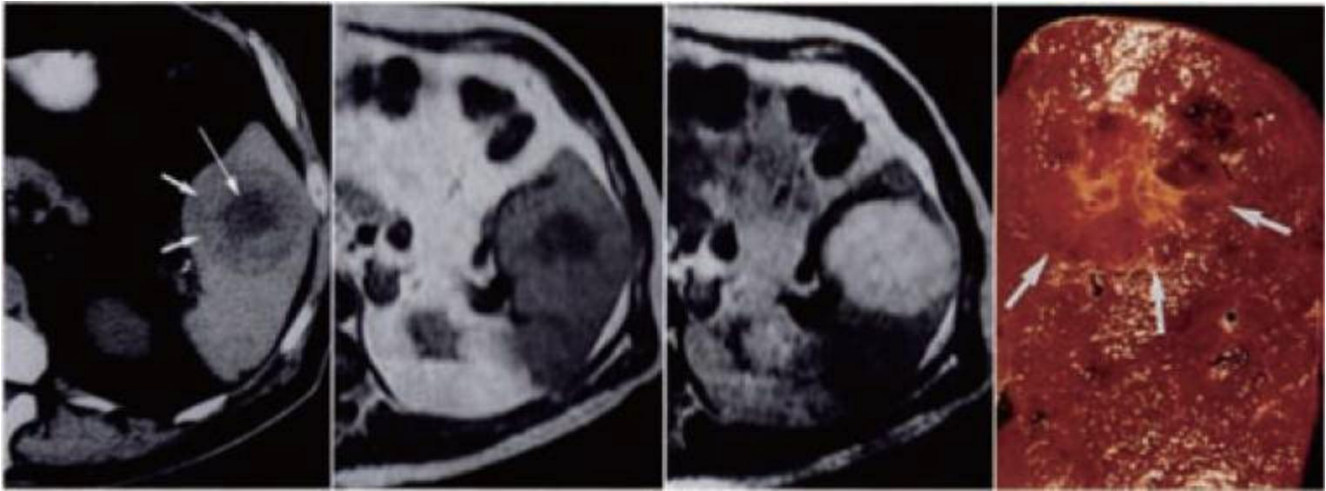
Aspect TDM et IRM (T1, T2) ; coupe macroscopique d'un hémangiome
